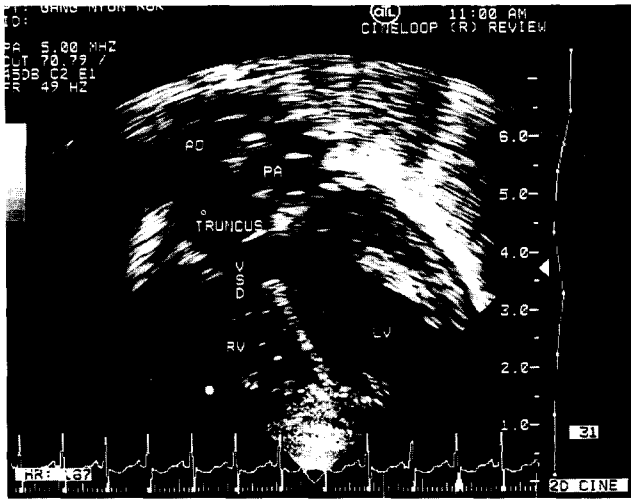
술전 심초음파 소견. 심실중격결손, 총동맥간과 폐동맥을 보여주고 있다.
